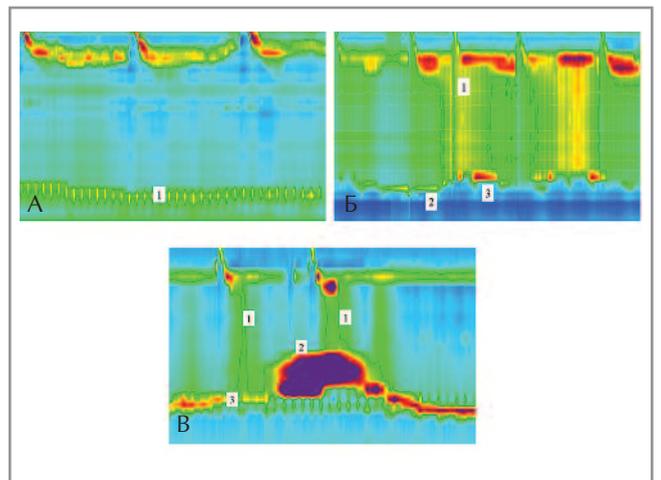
Манометрия пищевода высокого разрешения у пациентов с различными типами АК (данные получены при использовании водно-перфузионного катетера). А: I тип – отсутствие перистальтики и одновременного повышения давления в пищеводе, повышение СДР – 45 мм рт. ст. Б: II тип – отсутствие перистальтики при всех глотках, 1 – одновременное повышение давления в пищеводе, 2 – повышение СДР – 42 мм рт. ст., 3 – «псевдорелаксация» НПС. В: III тип: 1 – одновременное повышение давления в пищеводе, 2 – преждевременное сокращение с ИСДС 14000 мм рт. ст.·с·см, повышение СДР – 55 мм рт. ст.
